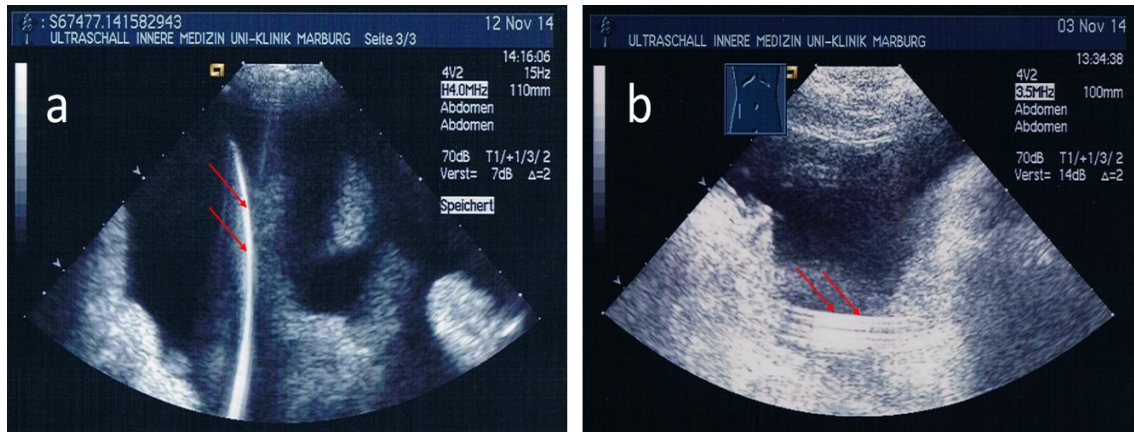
B-Bild-Sonographie des Abdomens a) während des Einbringens des Führungsdrahtes, der sich echoreich von den Darmschlingen und dem echoarmen Aszites abgrenzt und mit roten Pfeilen gekennzeichnet ist; und b) Abdomen mit zwischen Leber und rechter Niere einliegendem Peritonealkatheter, der mit roten Pfeilen markiert ist. Aufgenommen im IDUZ Marburg mit Genehmigung des Patienten.
